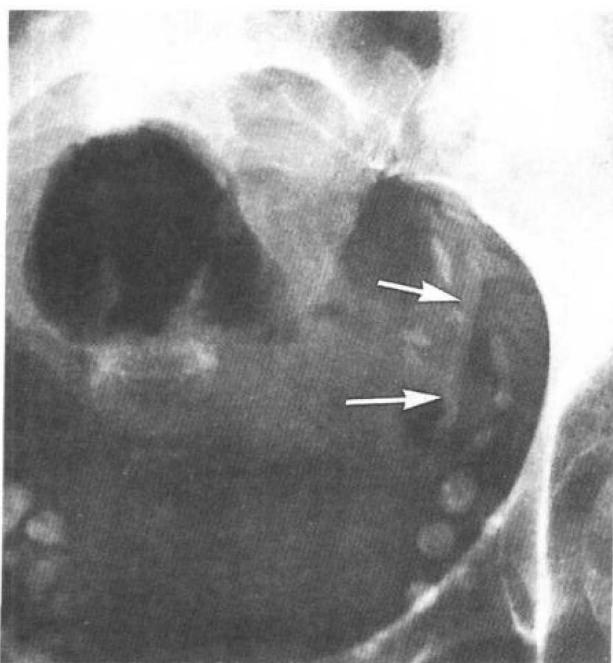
憩室炎患者。定位性腹平片显示了一个鸡骨碎片(箭), 后者穿破了乙状结肠憩室而形成脓肿。
